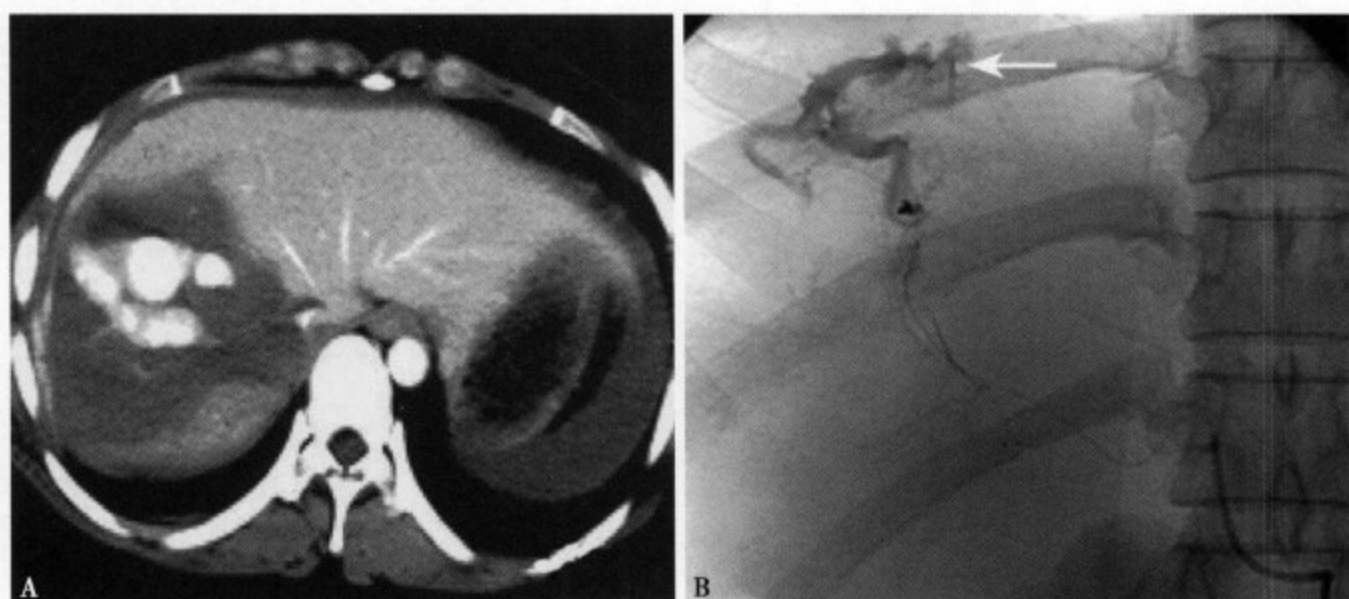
活动性出血：增强 CT (A) 示肝右叶巨大低密度血肿内见高密度影，密度与主动脉相等；DSA (B) 示肝右动脉上段可见活动性造影剂漏出
